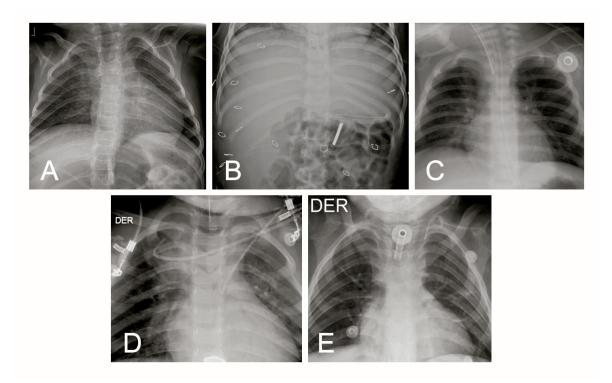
A. Radiografía de tórax anteroposterior de paciente de 21 meses hospitalizado por neumonía y portador de sonda nasogástrica correctamente posicionada con cabo distal en cámara gástrica. B. Radiografía de abdomen en decúbito supino de paciente de 20 meses de vida hospitalizada por quemadura y portadora de sonda nasoduodenal correctamente ubicada en la topografía típica del duodeno y su característico cabo distal de densidad metálica. C. Radiografía de tórax anteroposterior de paciente de 5 semanas de vida con estenosis duodenal y presencia de tubo endotraqueal correctamente ubicado con cabo distal entre cabezas claviculares y la carina. D. Radiografía de torax anteroposterior: Niño de 5 años con diagnóstico de Leucemia Linfoblástica Aguda y portador de tubo endotraqueal mal ubicado por encima de las cabezas claviculares. E. Radiografía de tórax anteroposterior de paciente de 4 años con antecedente de quemadura portador de tubo de traqueostomía correctamente posicionado a nivel de la columna aérea traqueal.
